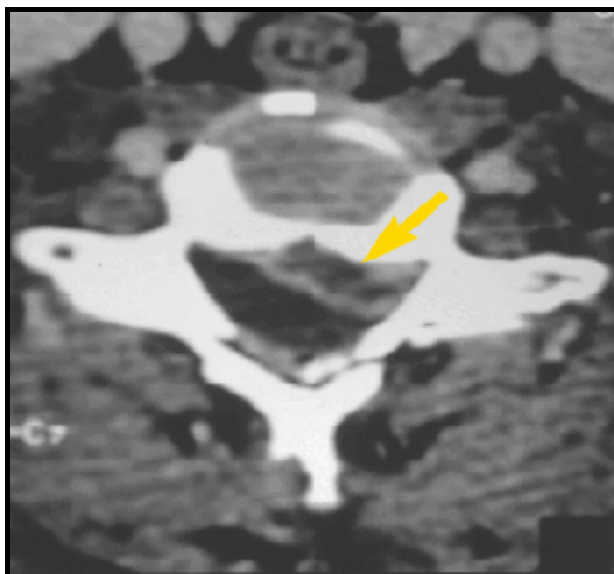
TDM coupe transversale avec injection de produit de contraste montrant une volumineuse hernie discale C6C7 (72).
